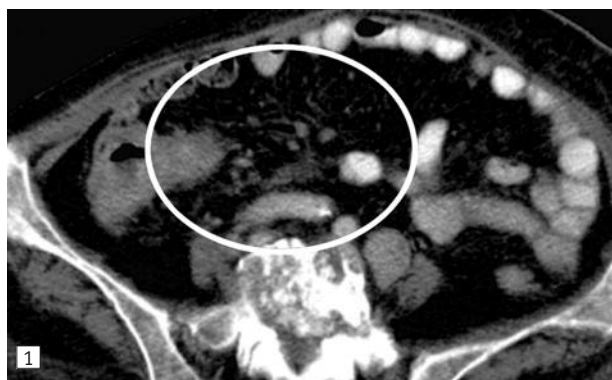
Потовщення очеревини, КТ
